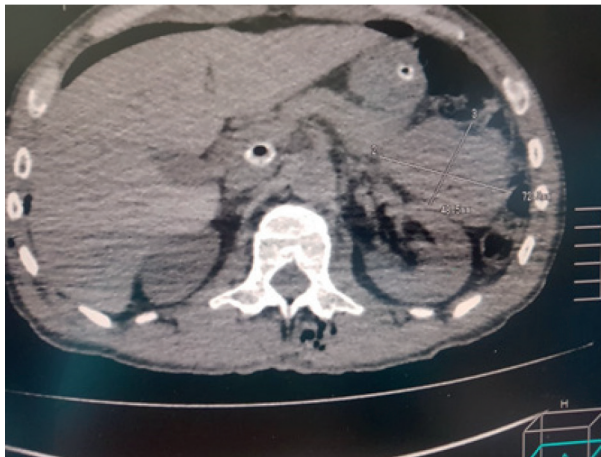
Пошкодження селезінки : КТ-зображення.
